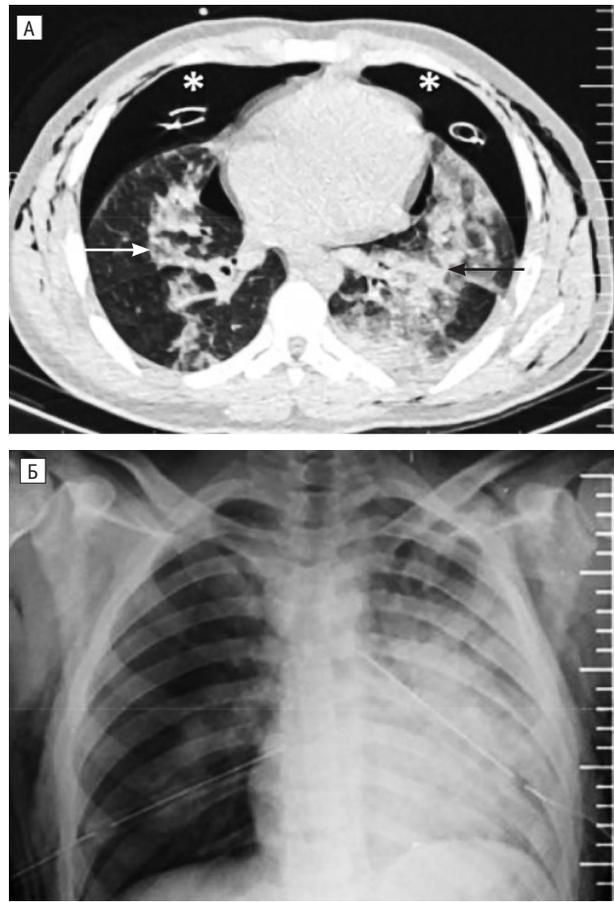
Комп'ютерна томографія пацієнта віком 28 років із первинними вибуховими ушкодженнями
